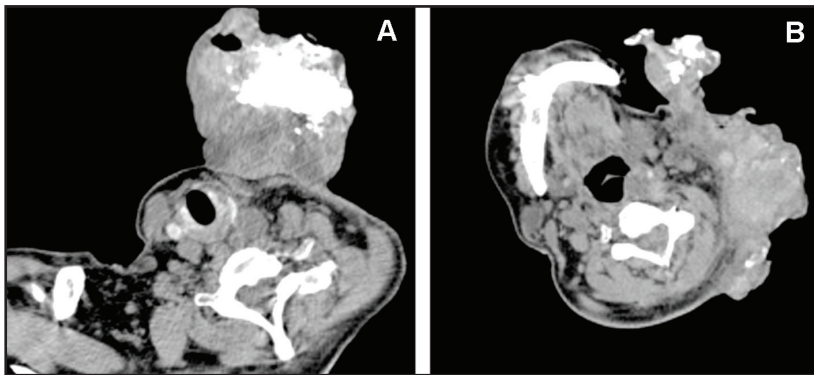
Tomografía computarizada. (A) y (B) Cortes axiales. Lesión tumoral con abundante calcificación en su interior.
